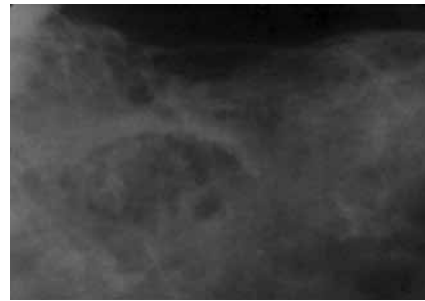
Radiografía retroalveolar M.
